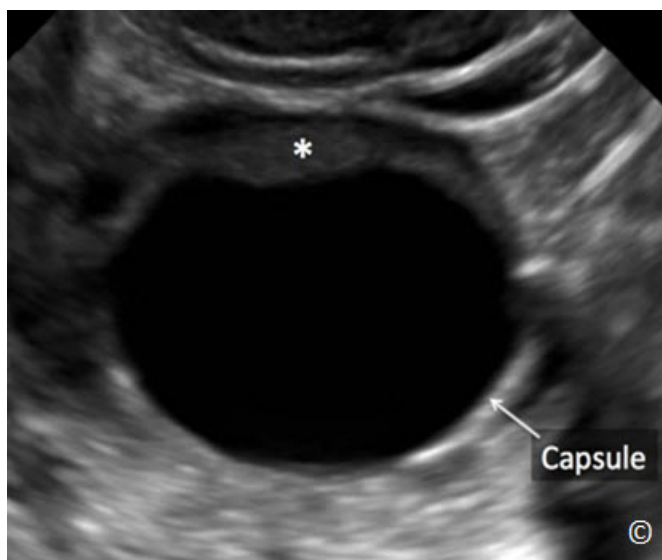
Ultrasonido transvaginal de un quiste de ovario simple. Obsérvese la presencia de una cápsula redonda, delgada, y lisa (con la etiqueta) sin proyecciones papilares y con una excelente transmisión del sonido. Observe la presencia de tejido ovárico (asterisco).
